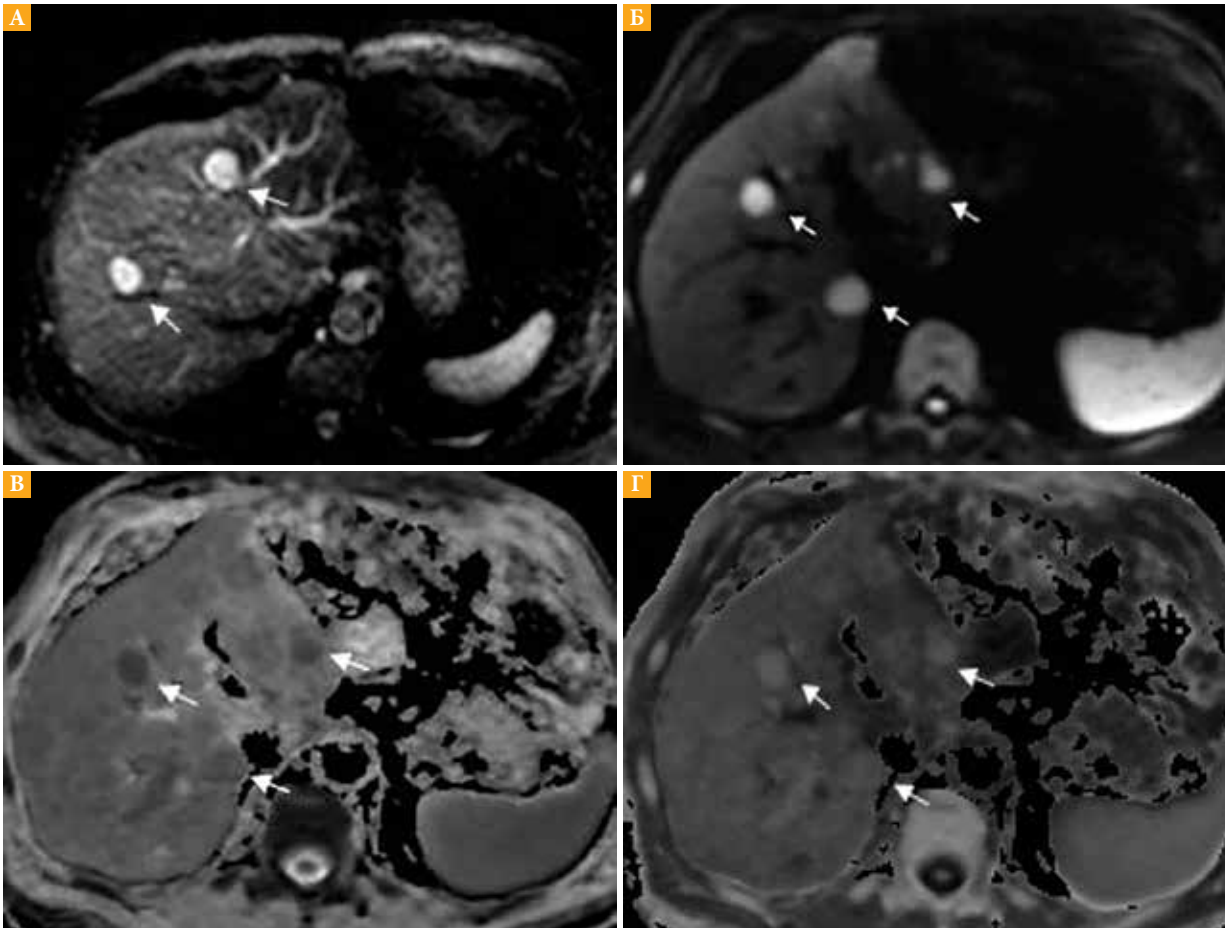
Метастазы увеальной меланомы в печени: на диффузионно-взвешенных изображениях (DWI) с *b*-фактором 50 (А – сигнал от очагов гиперинтенсивный) и 1000 (Б – сигнал от очагов гиперинтенсивный); на картах измеряемого коэффициента диффузии: ADC (В – сигнал от очагов гипоинтенсивный), *e*ADC (Г – сигнал от очагов гиперинтенсивный)
